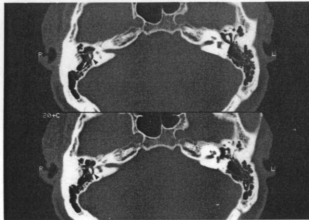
Preoperative axial CT scan shows a soft tissue mass (arrow) in the right mastoid antrum. Notice fistula of the lateral semicircular canal (arrow head). The right mastoid air cells are well developed and aerated.
